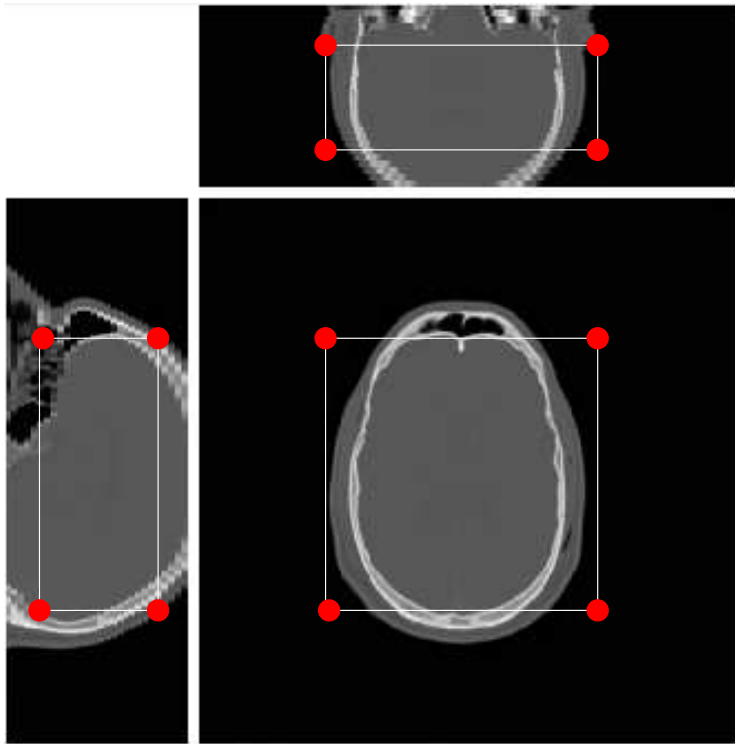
Acquisition volumique d’une image CT du premier patient de la base de données; au centre : coupe axiale; à gauche : coupe sagittale; en haut : coupe coronale. Le cube en blanc représente une zone d’intérêt d’une taille de 50% de l’image dans les trois directions. Les points rouges sur la figure, représentant les huit coins de ce cube, ont été utilisés comme points de repère afin de calculer la RMS de nos différents recalages.
